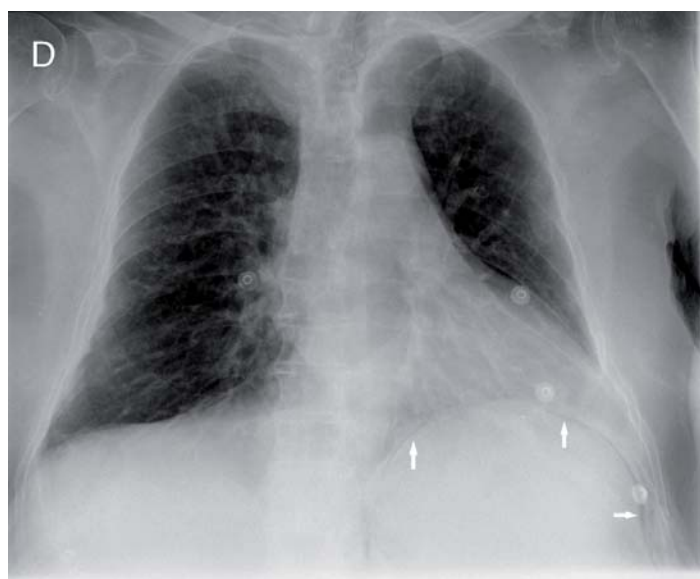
Radiografías posteroanterior de tórax y abdomen simple donde se observa la distensión gástrica (flechas amarillas) y el aire extraluminal que dibuja el contorno de la pared gástrica (flechas blancas).
